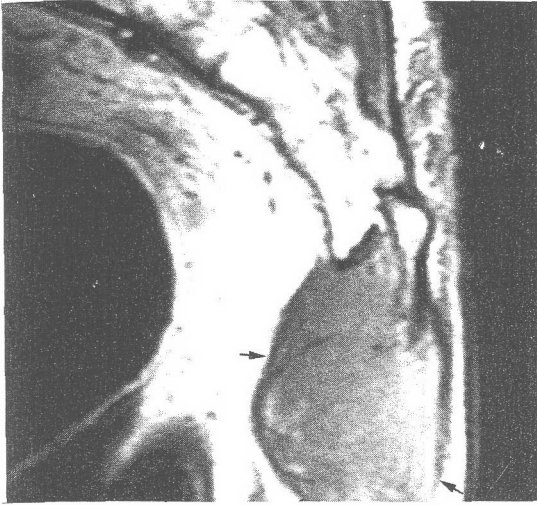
Case 3. Magnetic resonance imaging reveals a relatively well circumscribed mass with low signal intensity(arrows) in sacrococcygeal area in T1WI.
